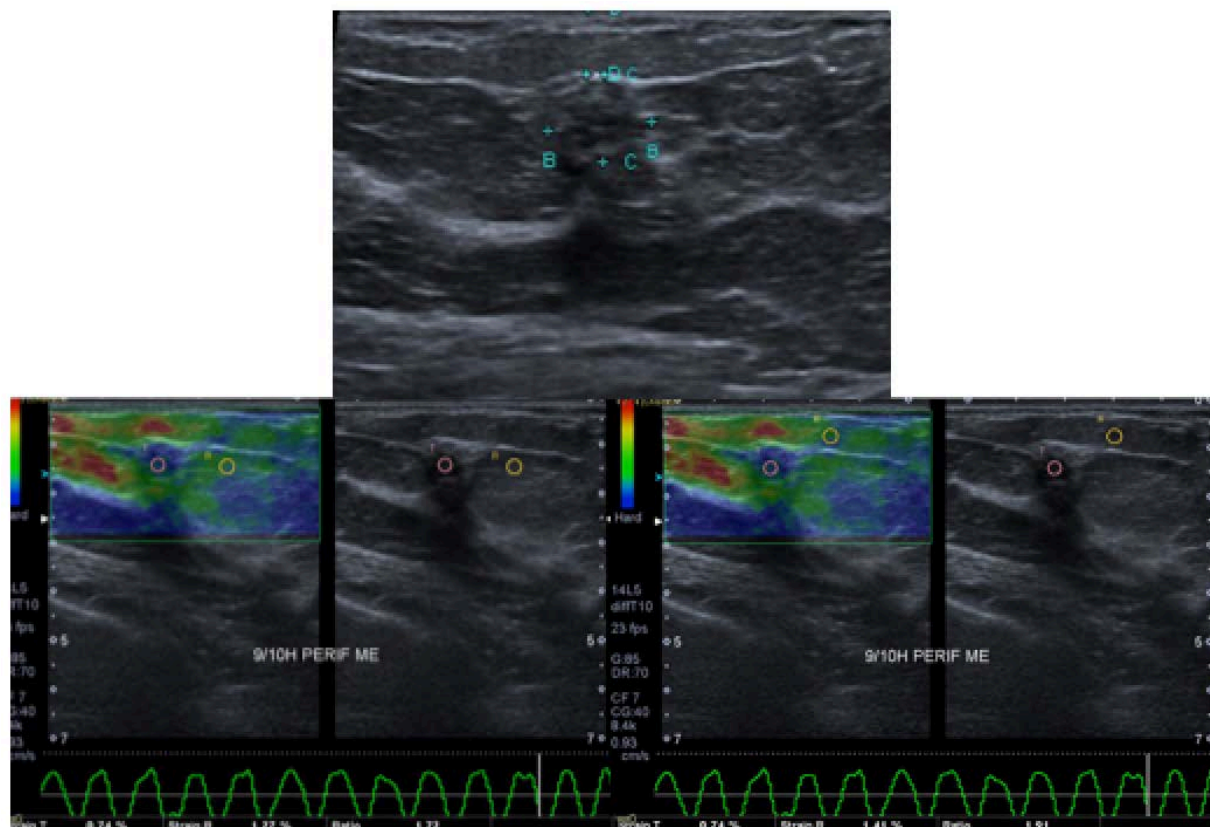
US falso positivo e elastografia verdadeiro negativo. A USG em escala de cinza, nódulo hipoeecogênico arredondado e lobulado BI-RADS 4a; B e C Elastografia qualitativa com classificação 2 de Itoh e valores da relação entre o nódulo/tecido adjacente de 1,72 e nódulo/tecido subcutâneo de 1,91, sugerindo benignidade. Diagnóstico: Fibroadenoma
